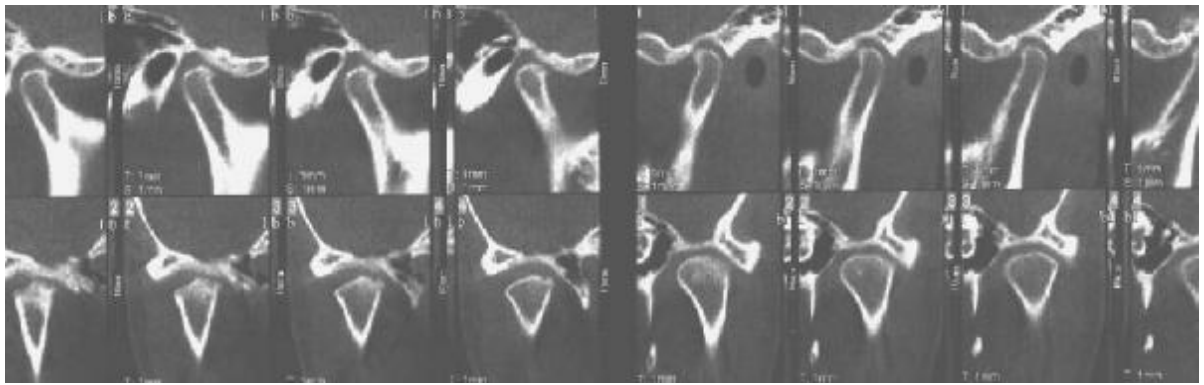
Case 1. Twelve-month postoperative follow-up cone-beam computed tomograms (note reparative remodeling of osteoarthritis bilaterally).
